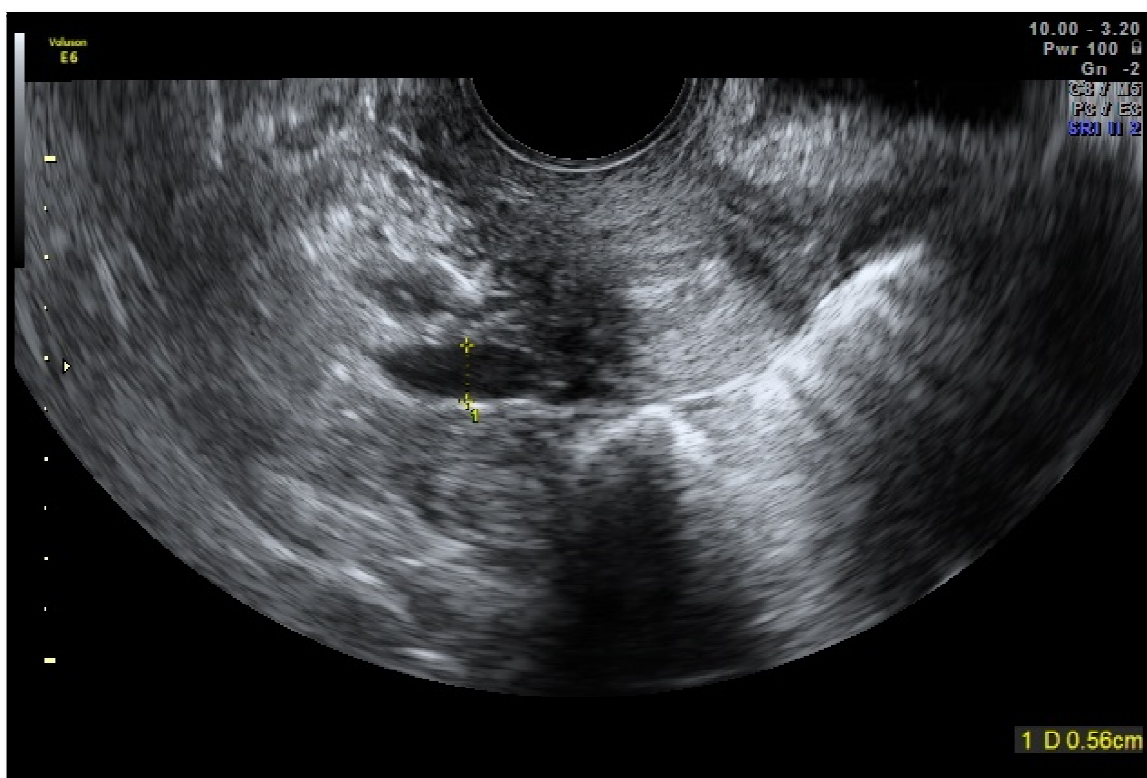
Imagem de uma ecografia transvaginal, em escala de cinzentos, visualizando um vaso pélvico dilatado com um diâmetro de 5,6 mm.
